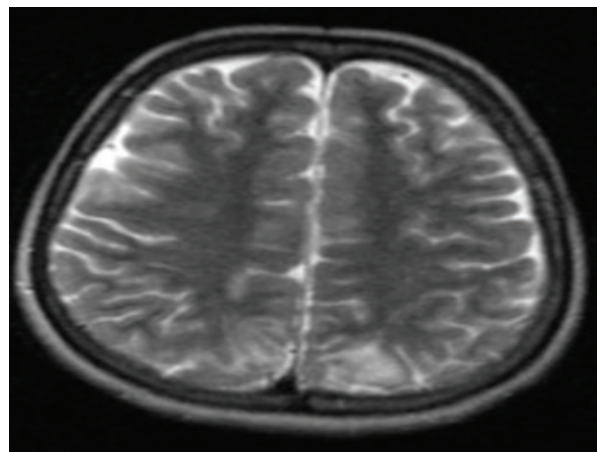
Рис. 2. МРТ на 6-е сутки после родоразрешения
